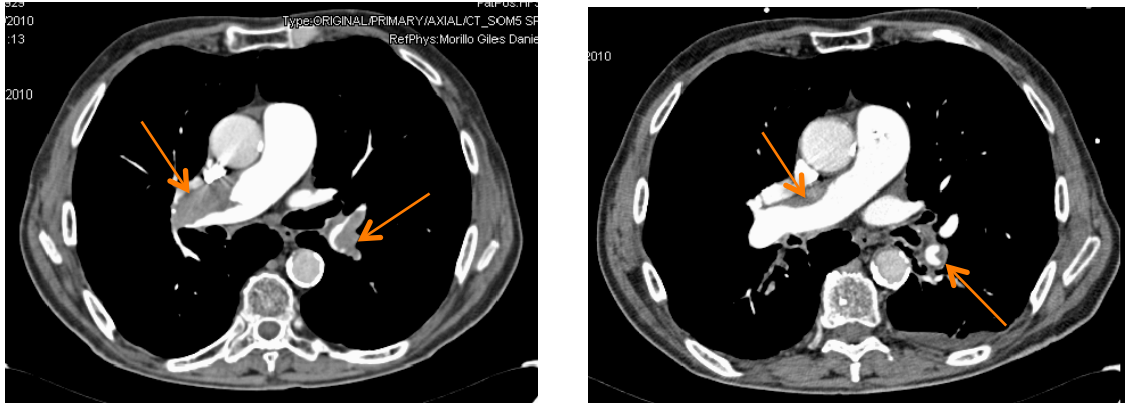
Mejoría de los trombos (flechas) tras la FIL evaluada mediante TC.
